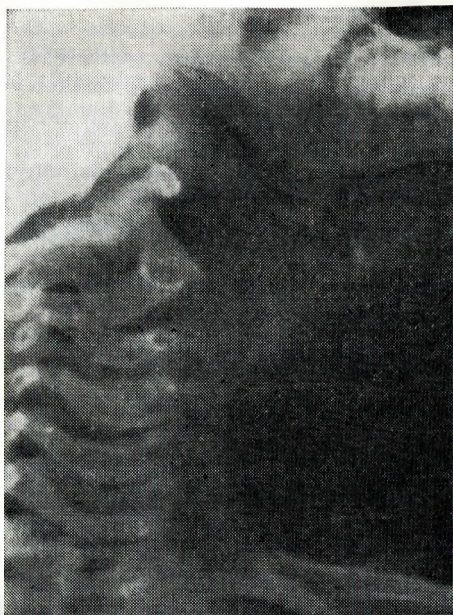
6. Рентгенограмма дыхательных путей ребенка в возрасте 2 лет с инородным телом (осколок морской раковины) гортани.
